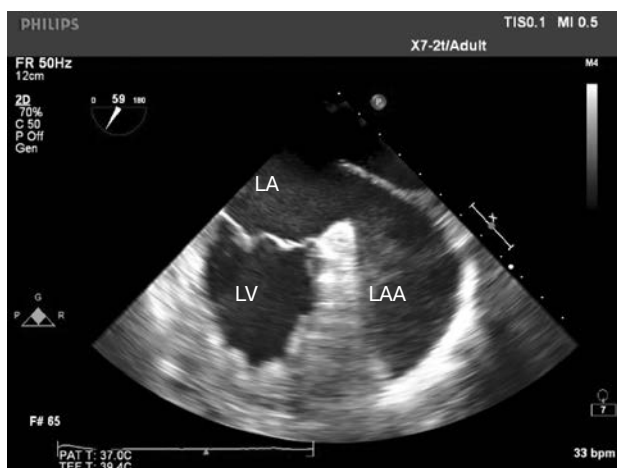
Эхокардиограмма до операции, двухмерный режим.
